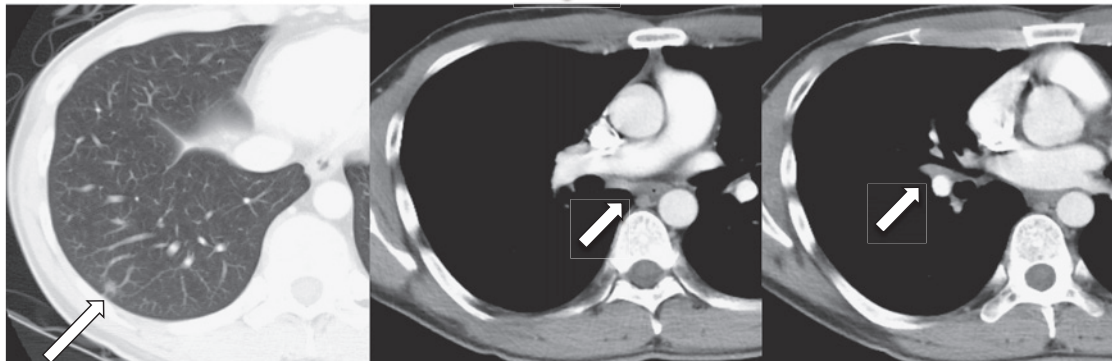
Chest CT showed a nodule measuring 9 mm in diameter in the periphery of the right lower lobe and enlarged lymph nodes in the bifurcation of the trachea (#7) and between the lobar bronchi (#11i). Two months after the treatment, CT showed a reduction in the lung nodule and lymph nodes (#7, #11i) by 55%.
